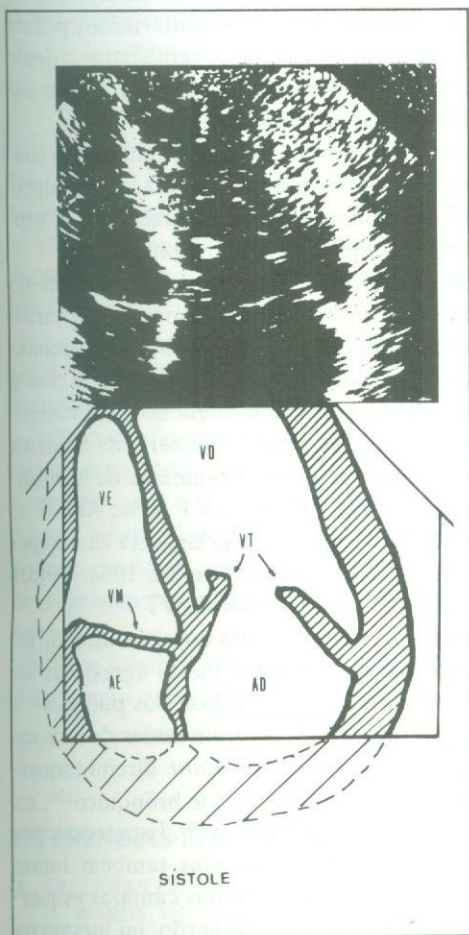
Ecocardiograma bidimensional em corte apical mostrando que a valva tricúspide (VT) permanece em posição de semi-abertura, mesmo durante a sístole ventricular. AD = átrio direito; AE = átrio esquerdo; VD = ventrículo direito; VE = ventrículo esquerdo; VM = valva mitral.
